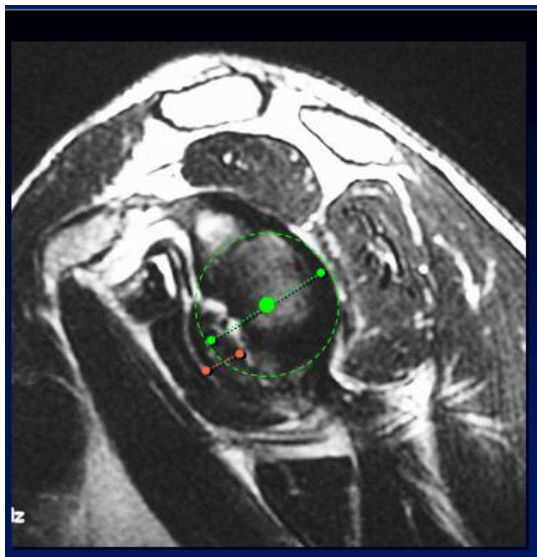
Schulter-MRT, paracoronaire Ebene
